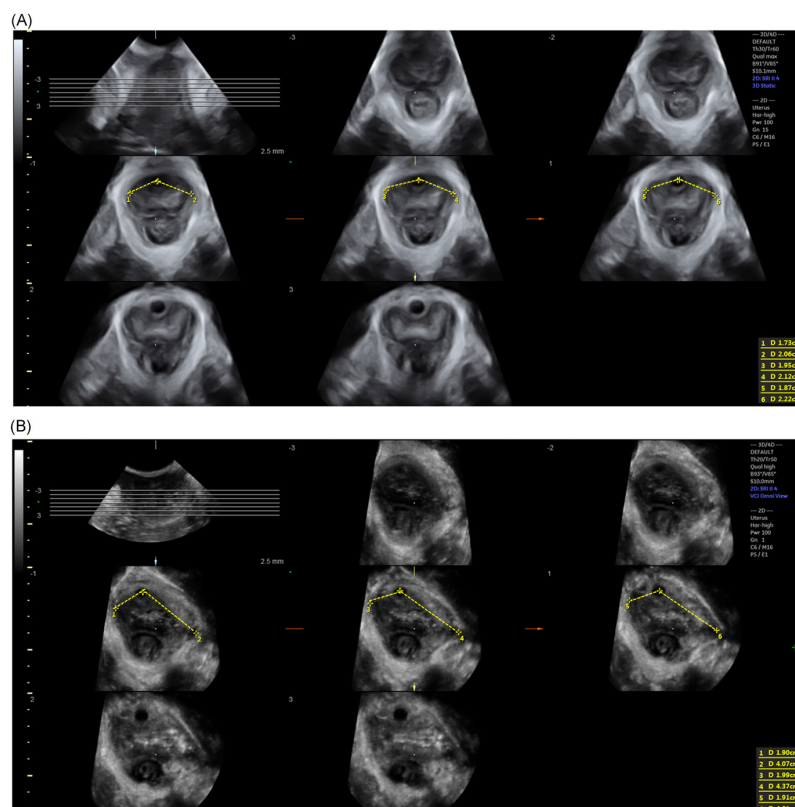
Misurazione della distanza elevatore-uretra (LUG) con tecnica ecografica tomografica in una donna senza avulsione del muscolo elevatore dell'ano (LAM) (A) e in una donna con avulsione del LAM
